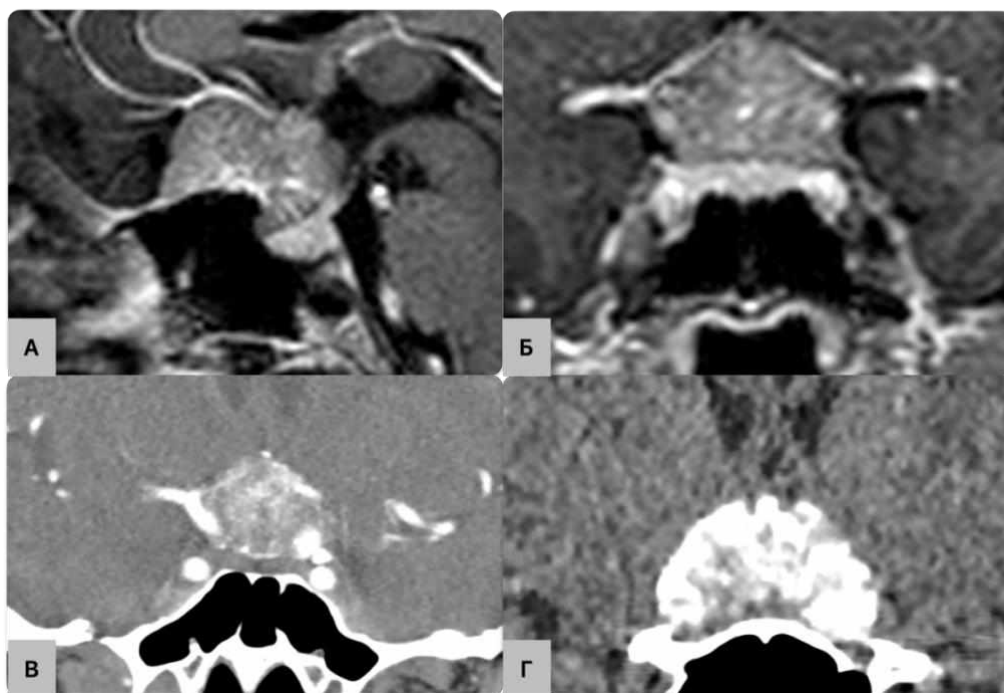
Нейровізуалізаційні зображення п-ка Н-на. А – МРТ головного мозку з внутрішньовенним підсиленням у сагітальній проекції, Б – МРТ
